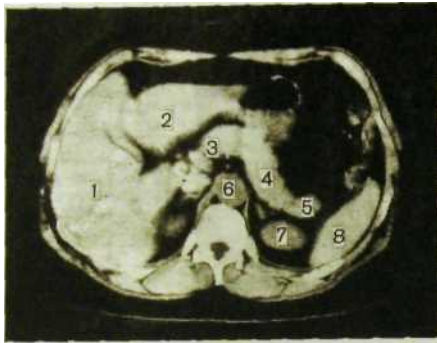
148. Компьютерная томограмма нормальной поджелудочной железы.
